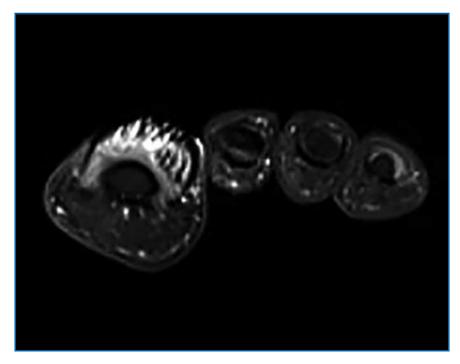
IRM montrant les digitations sus-matricielles.
